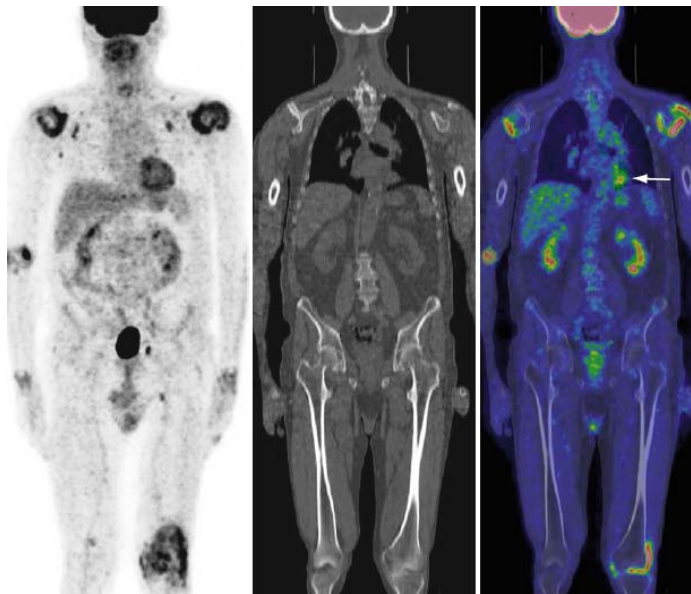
Imagens de corpo inteiro obtidas por PET (à esquerda), por CT (no centro) e a resultante da fusão (à direita). Na primeira são evidentes várias áreas de maior captação nas principais articulações. Na imagem de PET/CT é ainda visível a presença de cancro na base do pulmão esquerdo, indicado na imagem pela seta a branco [5].
